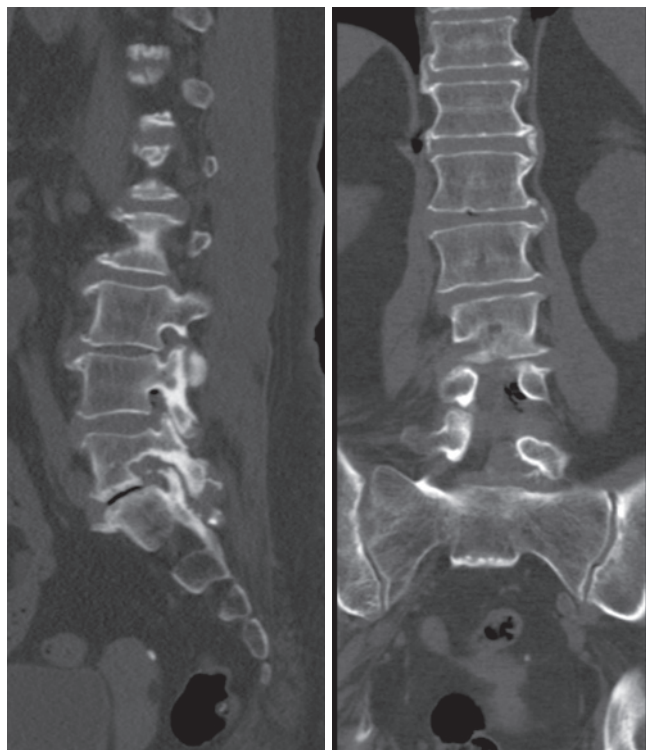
КТ. Сагиттальная и коронарная проекции
